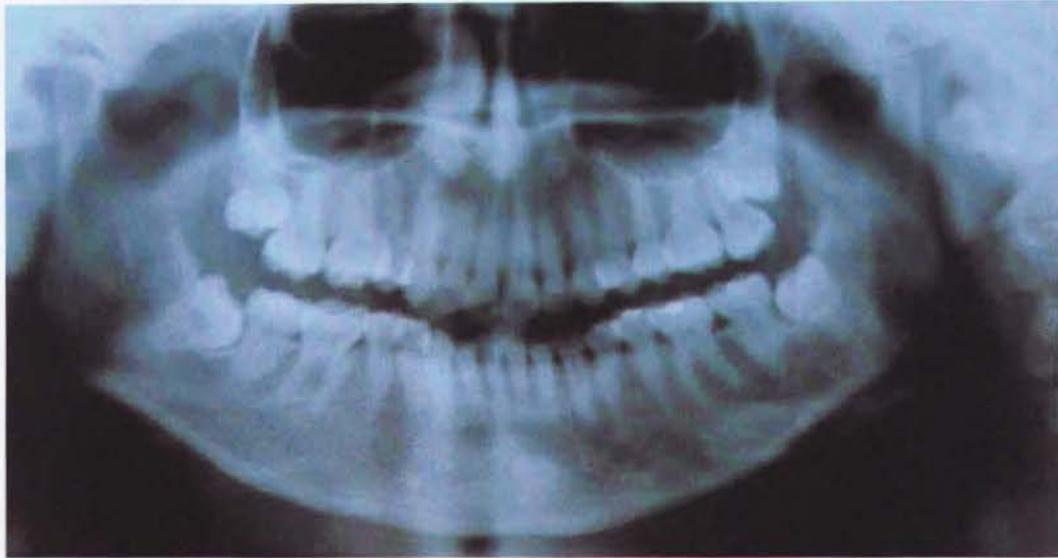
Radiografía panorámica, pieza 38 y 48 clase II, posición B angulación mesioangular, paciente no. 3.
